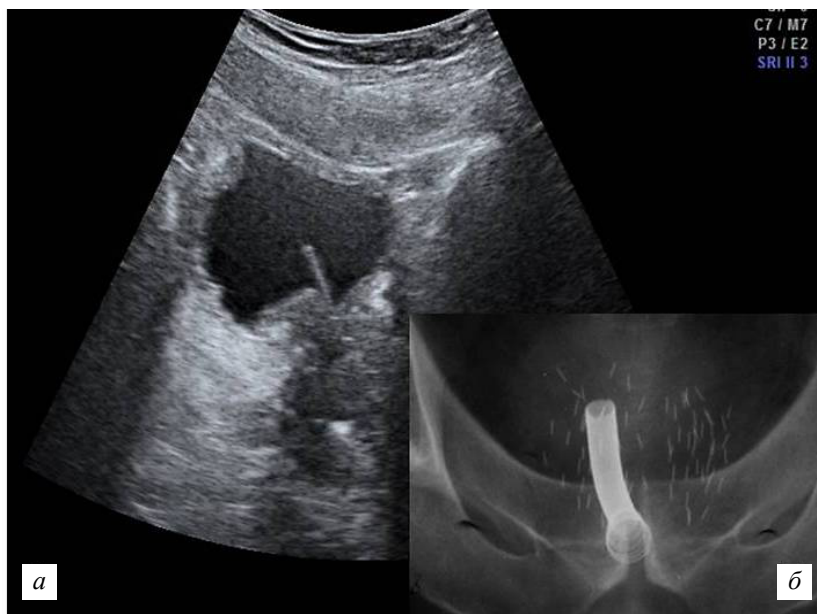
Больной П., 64 г. Рак простаты, состояние после брахитерапии I-125, осложнившейся стриктурой задней уретры. Частичная дислокация внутриуретральной стент-спирали из уретры в мочевой пузырь. Клиническая картина острой задержки мочеиспускания: а – эхограмма мочевого пузыря со стентом; б – обзорная рентгенограмма таза: стент-спираль на фоне радиоактивных зерен изотопа I-125 в паренхиме простаты
